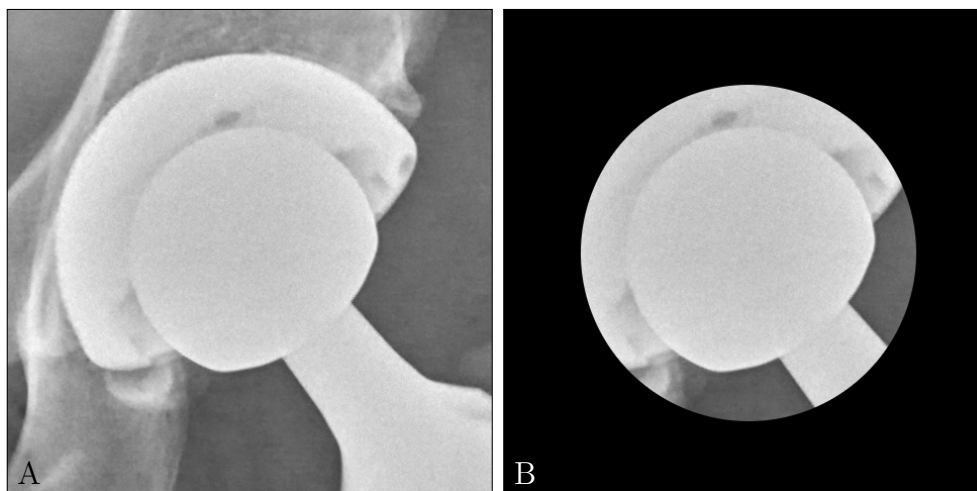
Automatische Erzeugung der Kopf-ROI – A) Ausschnitt eines Röntgenbildes des Femurkopfs und der Hüftpfanne; B) die automatisch erzeugte, kreisrunde ROI des Femurkopfs ausgehend vom zuvor durch 2D-3D-Registrierung ermittelten Koordinatenursprung der Hüftpfanne – Röntgenbild ursprünglich veröffentlicht unter der CC0 1.0 Lizenz (<https://creativecommons.org/publicdomain/zero/1.0/deed.de>) in Quelle [53]; Bildausschnitt geändert und Annotationen hinzugefügt
